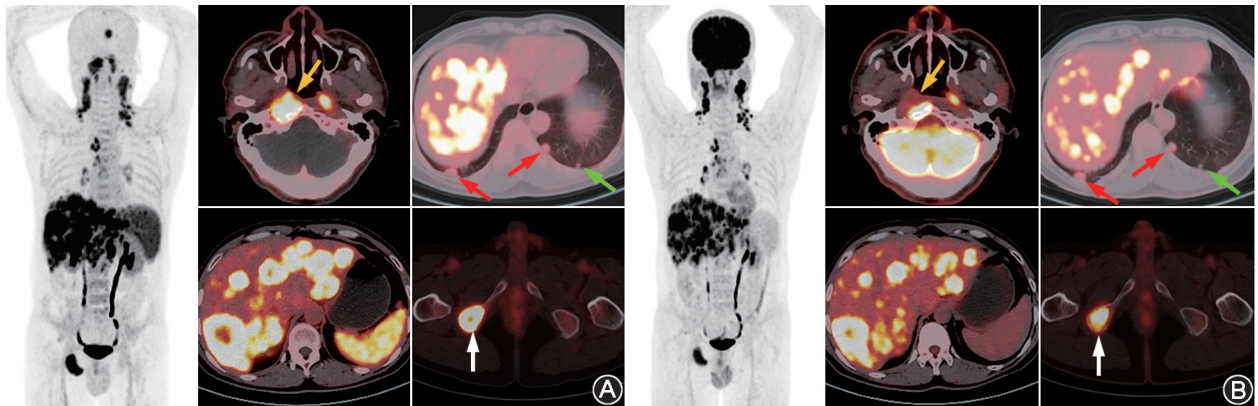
鼻咽癌患者(男,49岁) ^{68}Ga -Pentixafor(A)和 ^{18}F -FDG(B)PET/CT显像图。最大密度投影图显示鼻咽、淋巴结、肝和骨骼多发显像剂浓聚, ^{68}Ga -Pentixafor和 ^{18}F -FDG PET/CT均检测到原发肿瘤侵及枕骨斜坡(黄箭头示),但前者显示出更显著的显像剂摄取和更清晰的肿瘤边界。右肺下叶后基底段及左肺下叶内前基底段肺转移(红箭头示)显示少量的 ^{68}Ga -Pentixafor和 ^{18}F -FDG摄取,而左肺下叶后基底段病灶未显示显像剂摄取增高(绿箭头示)。肝和骨转移瘤(白箭头示)均显示出对 ^{68}Ga -Pentixafor和 ^{18}F -FDG的显著摄取。
